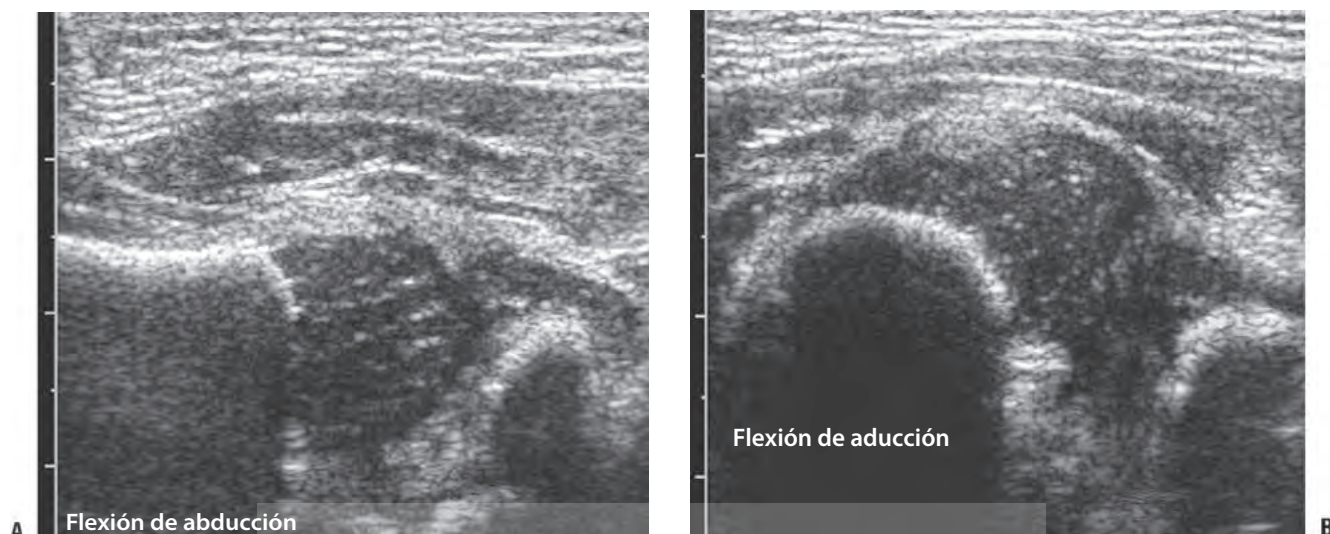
Ultrasonido de cadera dinámico para displasia de cadera. A: en la abducción, la cabeza femoral se posiciona normalmente con respecto al acetábulo. B: en la aducción, la cabeza femoral se encuentra a lo largo de la cara posterolateral del isquion, en el margen posterior del acetábulo, consistente con la displasia de cadera.
